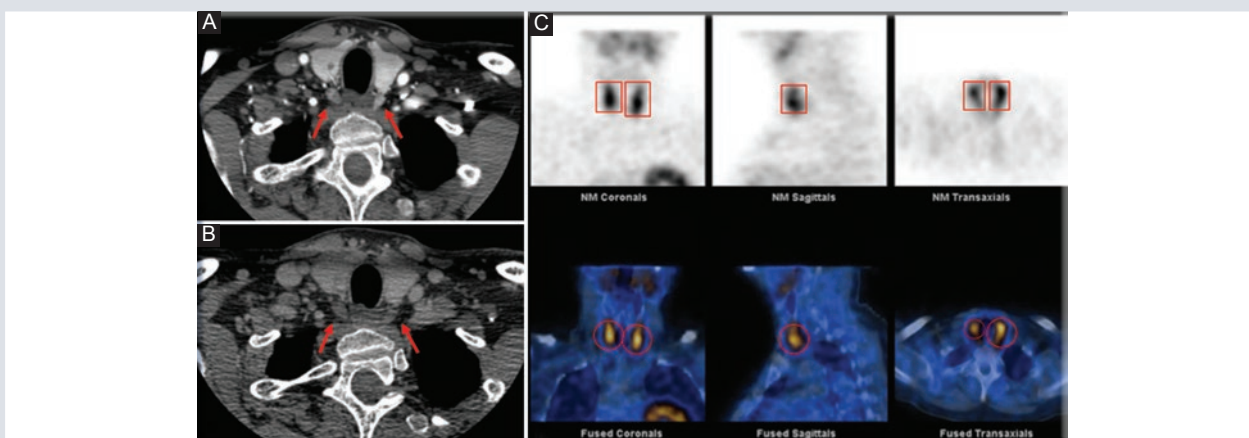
Adenomas paratiroides bilaterales. A y B: Tomografía computarizada de cuello, cortes axiales en fase arterial (A) y fase venosa (B). Se identifican nódulos ovalados y circunscritos, de localización posterior a los lóbulos tiroideos. En la fase arterial son isodensos al tejido tiroideo (hiperdensos) y en la fase venosa hipodensos (flechas). C: SPECT-CT presencia y retención del radiofármaco (rectángulos y círculos) en relación con tejido paratiroideo anormal en la topografía de los nódulos descritos por tomografía compatibles con adenomas paratiroides. SPECT-CT: combinado con tomografía computarizada.
